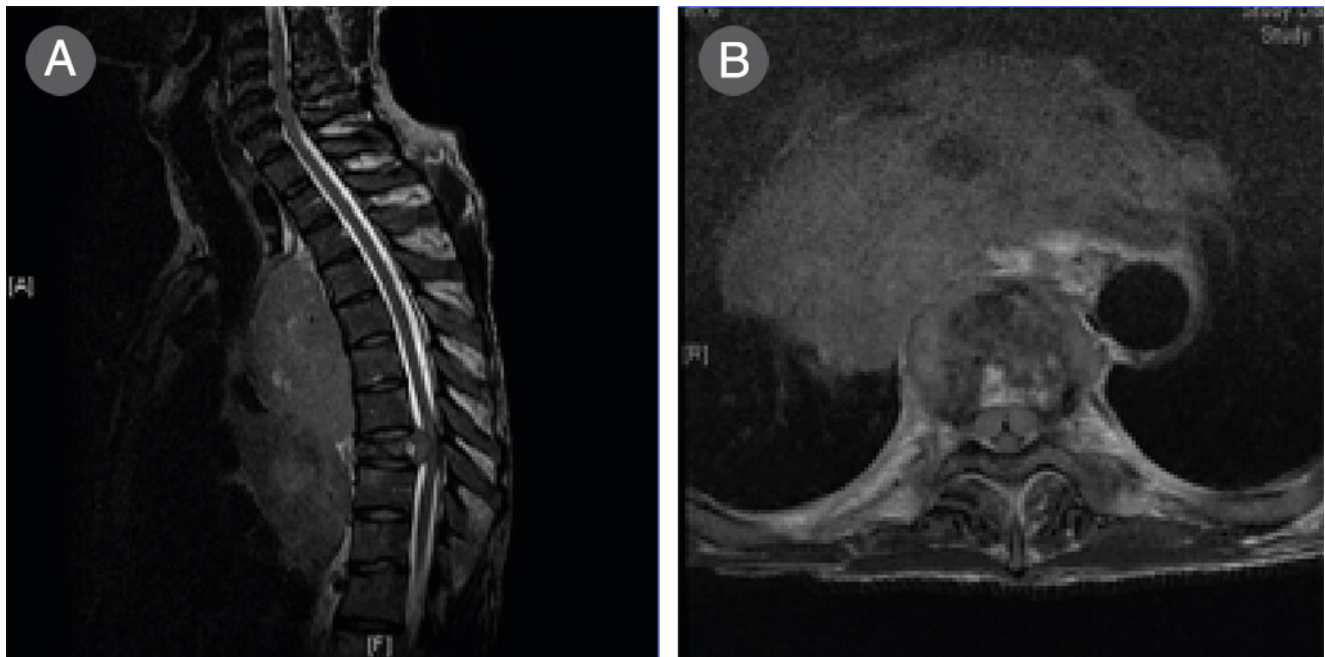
Imágenes de RM de paciente con adenocarcinoma de pulmón donde se objetiva una masa de partes blandas que protruye y comprime el canal medular a nivel D8. a. Corte sagital de RM en paciente con síndrome de compresión medular. Obsérvese la pérdida de altura y señal del cuerpo vertebral D8 con masa que ocupa el canal medular, desplazando posteriormente la médula espinal. b. Corte axial de RM en paciente con síndrome de compresión medular. Obsérvese la masa de partes blandas que penetra en el canal medular.
